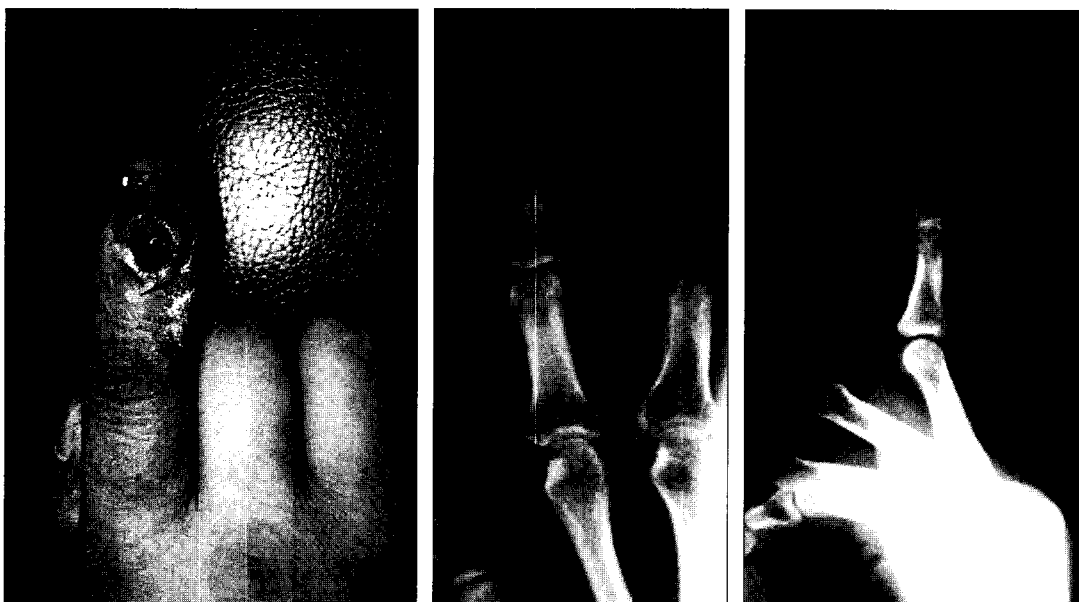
Post operative 4 weeks clinical and x-ray view.
